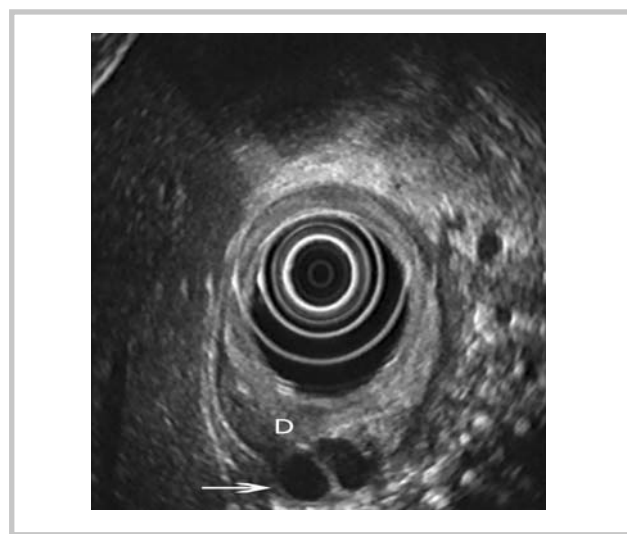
Эндоскопическое УЗИ того же больного.
